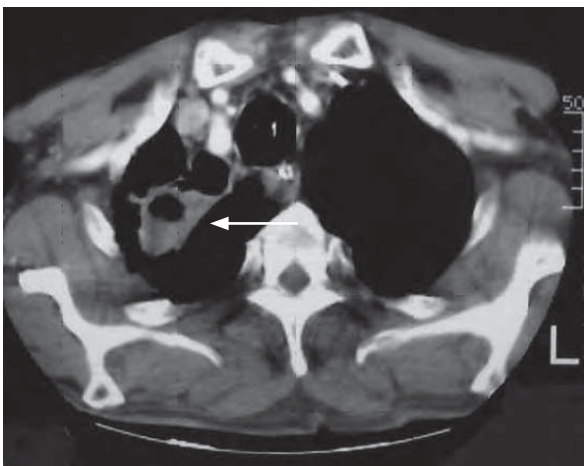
/3. TAC de tórax. Hemoptisis masiva a punto de partida en lesión cavitada del vértice derecho
